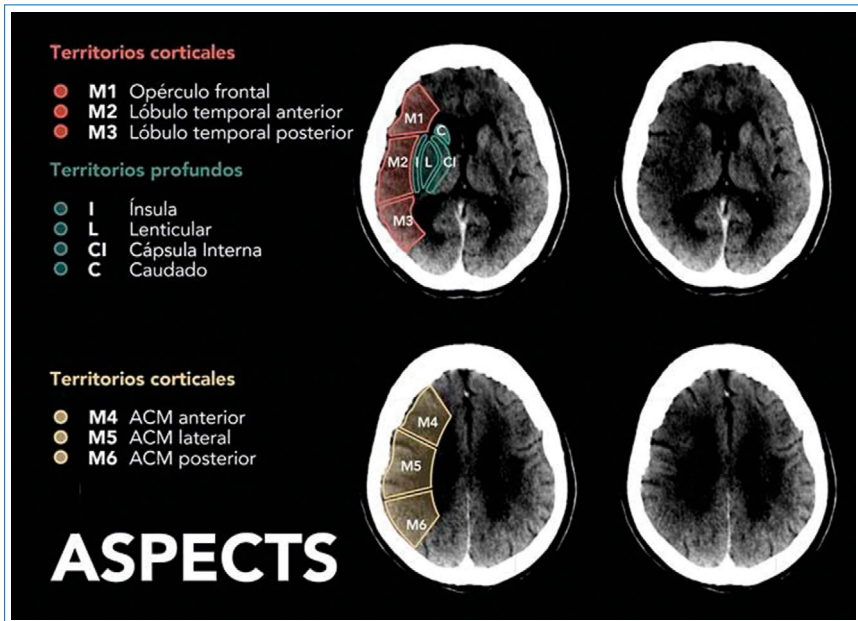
Ejemplo de valoración automatizada de la escala ASPECTS en una TC sin contraste en un paciente con oclusión de la ACM derecha. Los territorios de la escala son los pro-fundos C (núcleo caudado), L (núcleo lenticular), IC (cápsula interna) e I (ínsula); junto con los territorios corticales, M1, M2, M3, M4, M5 y M6. Se identifican zonas de hipodensidad en 6 territorios: corticales M1-2, M5 y en 3 territorios profundos. La puntuación ASPECTS es de 10-6 = 4.
